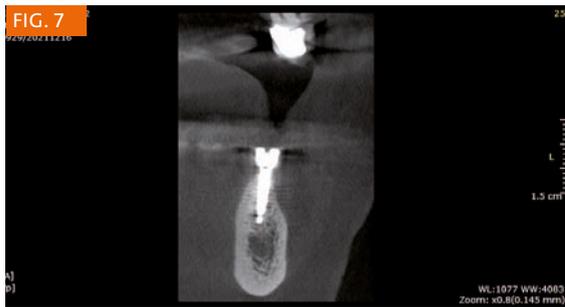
CBCT a 6 mesi (sezione coronale in 3.6).
